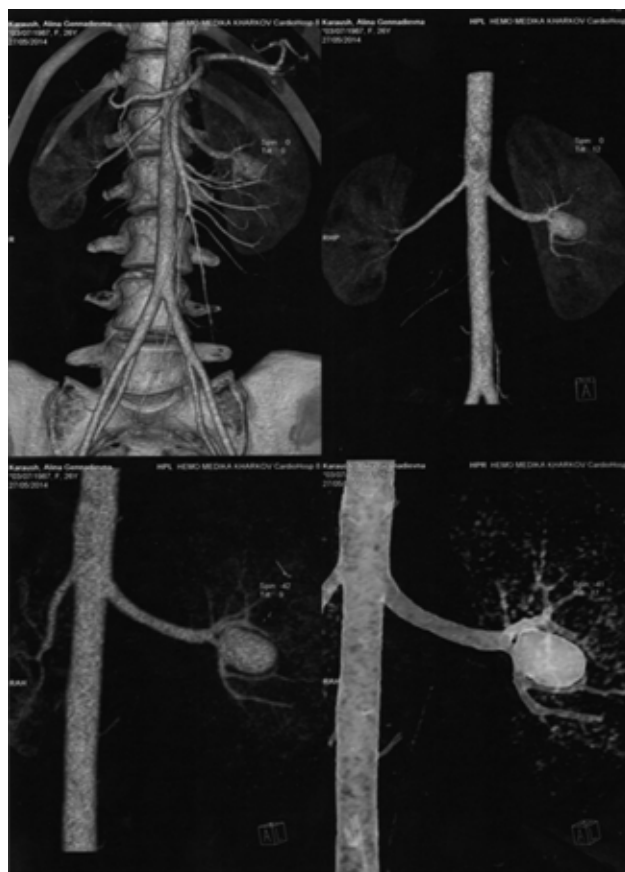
Комп'ютерна томограма хворої К.: мішечкувата аневризма нижньої сегментарної гілки лівої ниркової артерії. Миска лівої нирки підтиснута аневризмою, верхня група чашечок лівої нирки розширена. Права нирка, зменшена в розмірах, деформована, наявні множинні малі кортикальні дефекти
